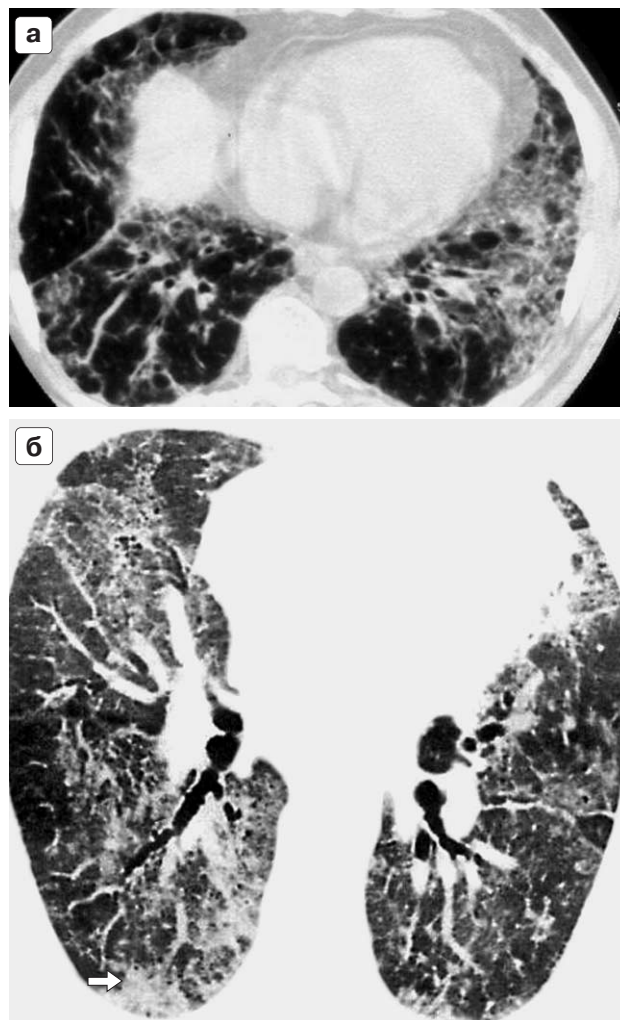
КТ-картина идиопатических интерстициальных пневмоний: а – острое альвеолярное поражение – инфильтрация субплевральных отделов легких, зоны “матового стекла”, кистозные изменения; б – организирующая пневмония – инфильтративные изменения, зоны “матового стекла”, дилатация просветов бронхов на фоне инфильтративных изменений.
